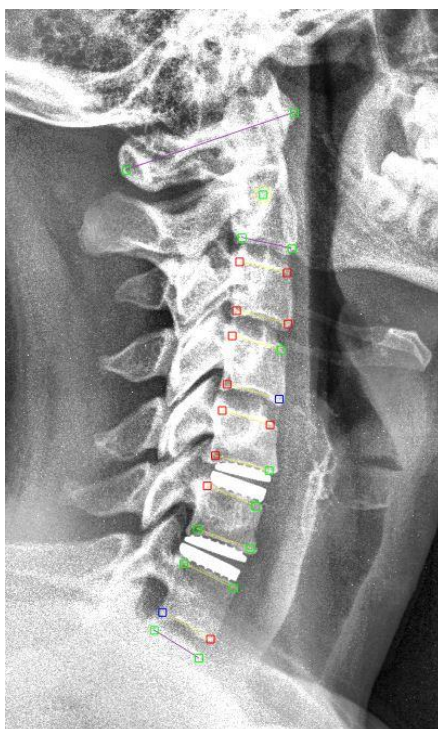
Рентгенограмма в боковой проекции с разметкой CL (C2-C7), выполненной в Surgimap V2.2, у пациента после артропластики межпозвонковых дисков C5-C6, C6-C7
